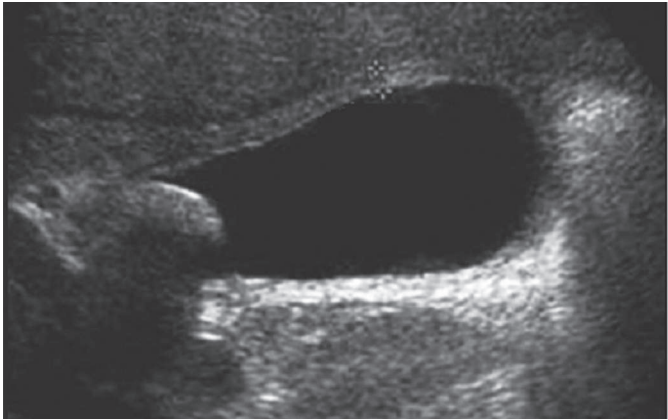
Ultrasonido que muestra vesícula distendida con un gran lito en el cuello vesicular el cual proyecta sombra acústica posterior, además se aprecia engrosamiento de la pared. Tomado y modificado de Strasberg S. N Eng J Med 2008; 358: 2804-2811.
